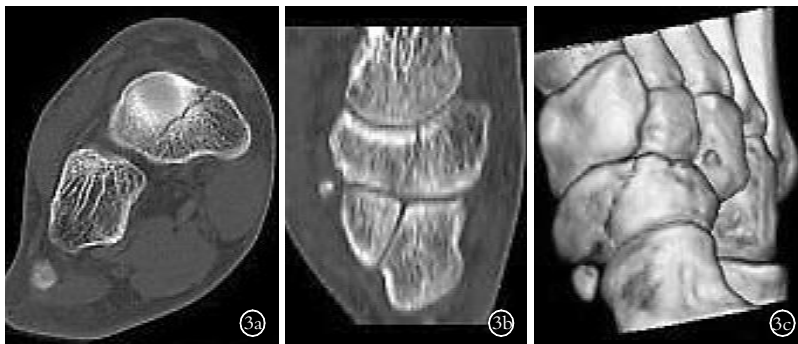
男, 22 岁, 右足舟骨骨折 3a. 横断面 CT 示足舟骨斜形骨折, 皮质线、骨小梁中断 3b. 多平面重建 CT 示足舟骨线形骨折, 累及跗骨间关节 3c. 容积重建示足舟骨表面锐利条状影, 骨质中断
